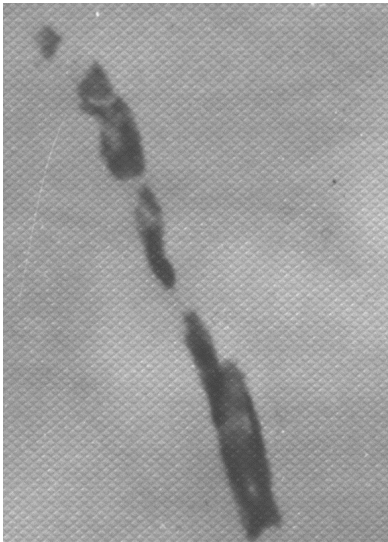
Рентгенограмма кальцинированной нисходящей ветви левой коронарной артерии (Б., 80 лет; собственное исследование).
